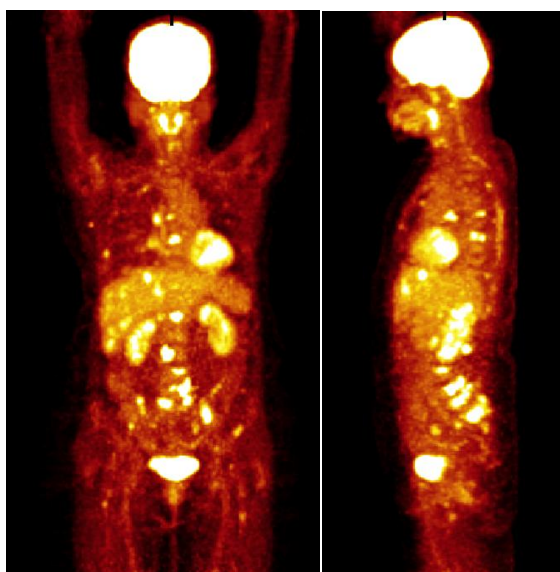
PET/CT - detekce zvýšení metabolické aktivity na obou stranách krku a generalizace základního onemocnění do skeletu a levé nadledvinky
